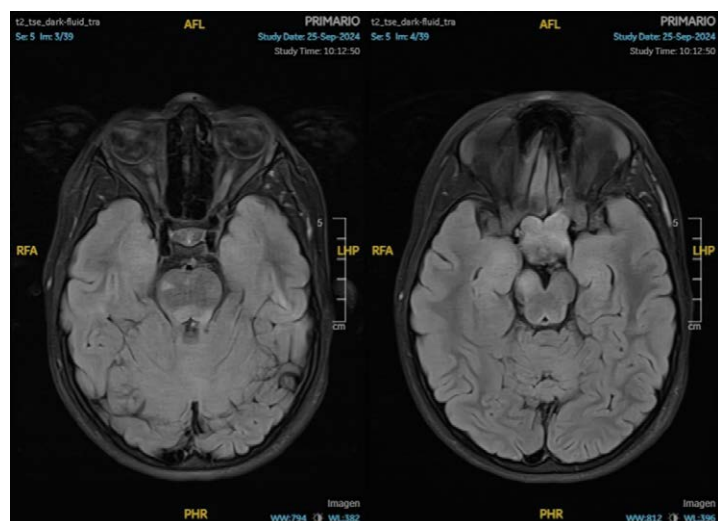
Aumento del tamaño del glioma hipotálamo-quiasmático (40 x 29 x 29 mm) junto a la persistencia del engrosamiento y tortuosidad bilateral de ambos nervios ópticos en la RMN de control.
